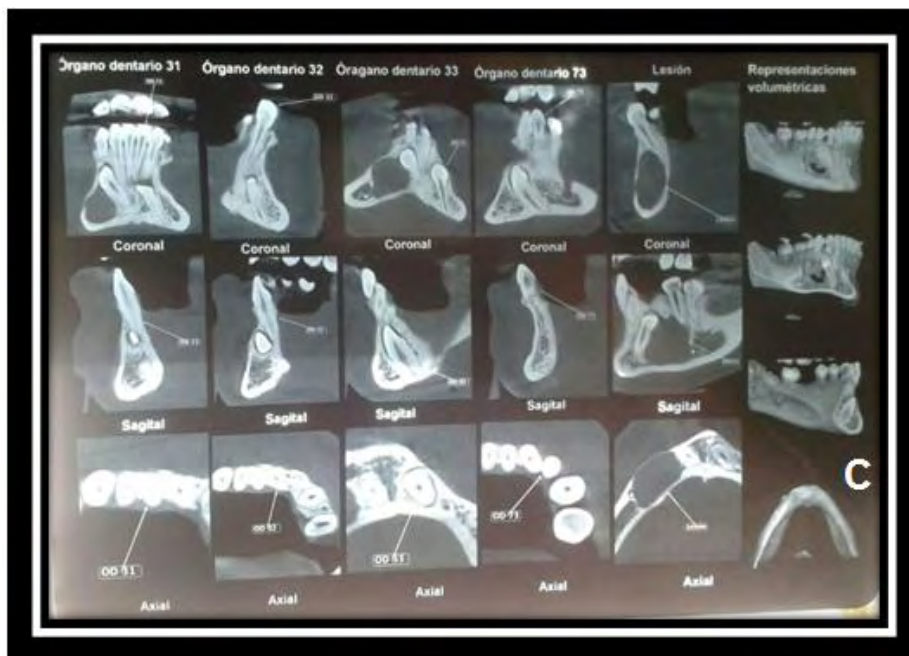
Tomografía diferentes cortes coronal, sagital, axial. Observando tamaño de la lesión y posición de los caninos retenidos (C). Fuente directa
